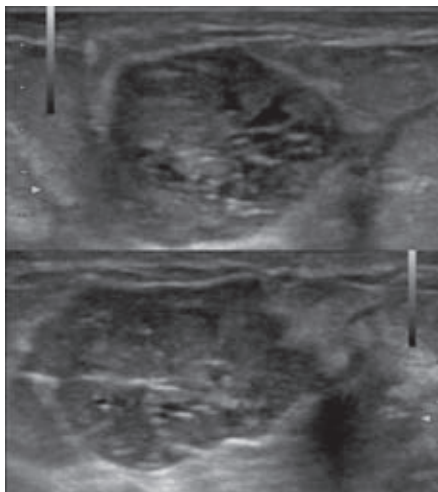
Imagen de ultrasonido con nódulo ovalado, paralelo, circunscrito, hipoeoico, complejo y con reforzamiento acústico posterior, correspondiente con el visto en mastografía.
